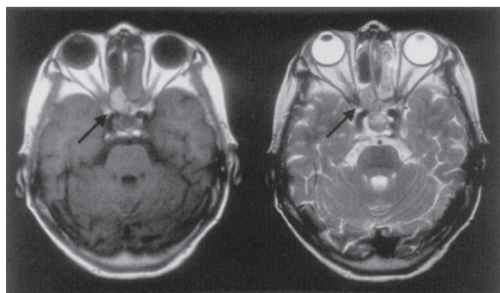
MR image showed abnormal shadow in the right posterior ethmoid of sinuses.
